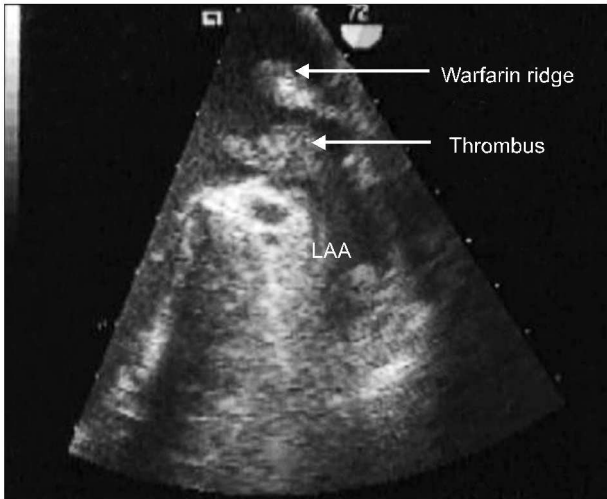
Transesophageal echocardiography shows thrombus in the left atrial appendage.
